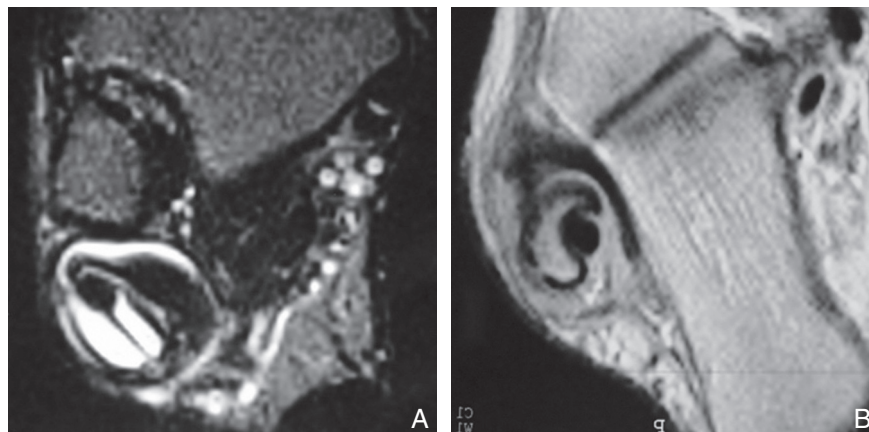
Aspects IRM de lésions graves avec dilacération, rupture du tendon du court fibulaire.
